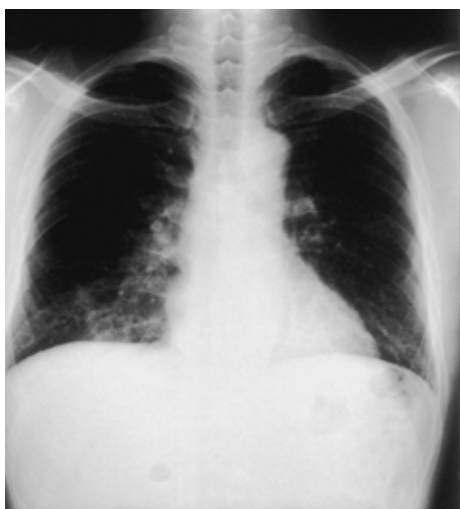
Chest radiograph on admission showing an undefined solitary nodular shadow in the right lower lung field.
